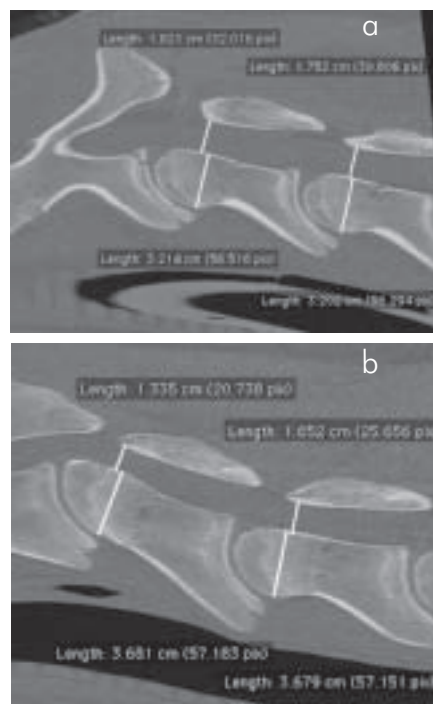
CT Fall 1: Sagittale Rekonstruktion der Halswirbelsäule bei C2-3 im Knochenalgorithmus. Der Wirbelkanal im cranialen Anteil von C3 ist lgr. weiter als an derselben Stelle bei C4. Die Wirbelkörper weisen cranial ähnliche Dicke auf.
